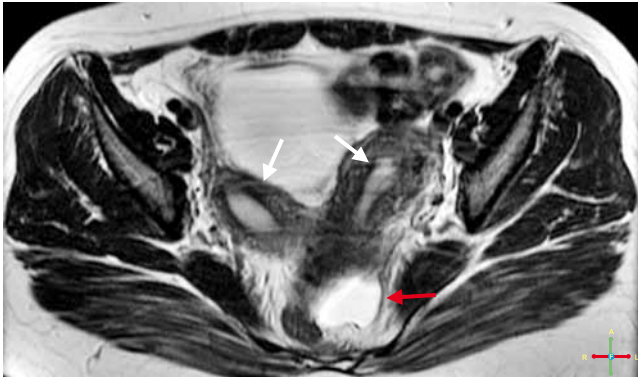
RM de hueco pélvico. Corte axial. Secuencia T2 que muestra dos úteros con fondos divergentes con actividad endometrial bilateral (flechas blancas). Se aprecia imagen sacular de contenido hemorrágico en localización de vagina, tercio superior (flecha roja).
